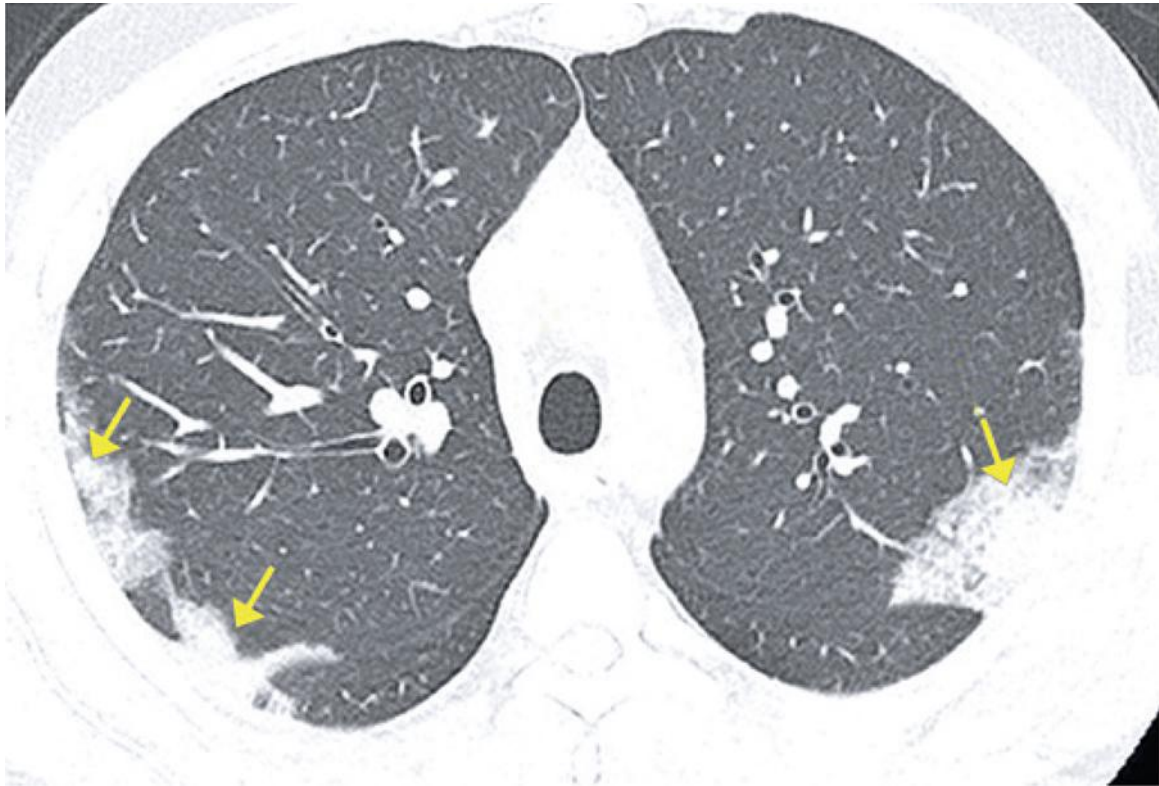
Tomografía computarizada que muestra consolidaciones periféricas en los lóbulos superiores. Imagen tomada de *COVID-19 Findings Identified in Chest Computed Tomography: a Pictorial Essay* [1]
